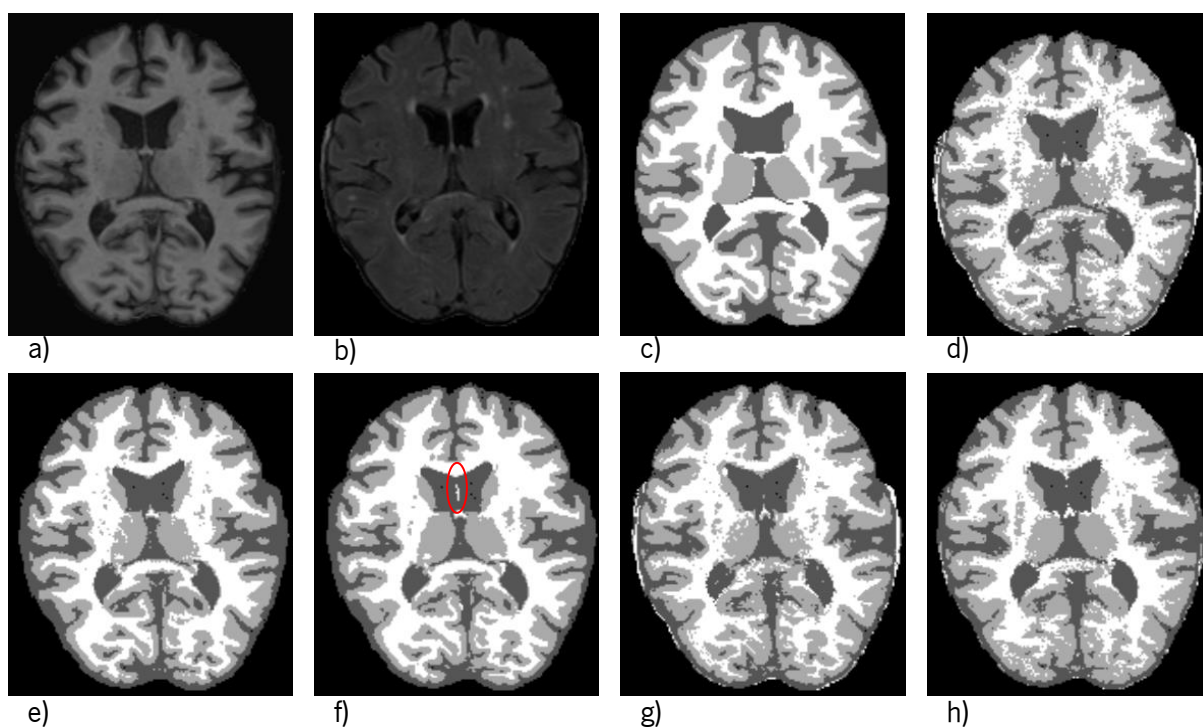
Segmentação resultante de cada característica, em conjunto com as intensidades. a) T1, b) FLAIR, c) marcação manual, d) intensidades, e) intensidades e probabilidades *a posteriori*, f) intensidades, diferenças entre as sequências e medidas de vizinhança, g) intensidades e atlas, h) intensidades e gradiente.
